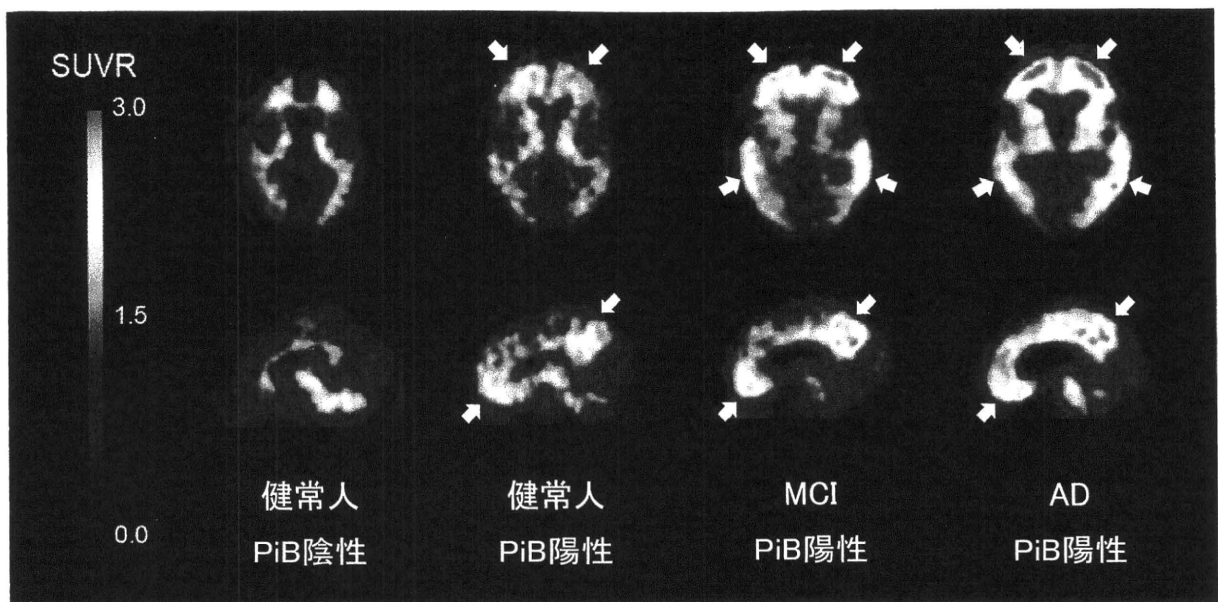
健常人, 軽度認知障害(MCI), アルツハイマー病(AD)患者の $[^{11}\text{C}]$ PiB-PET 画像
